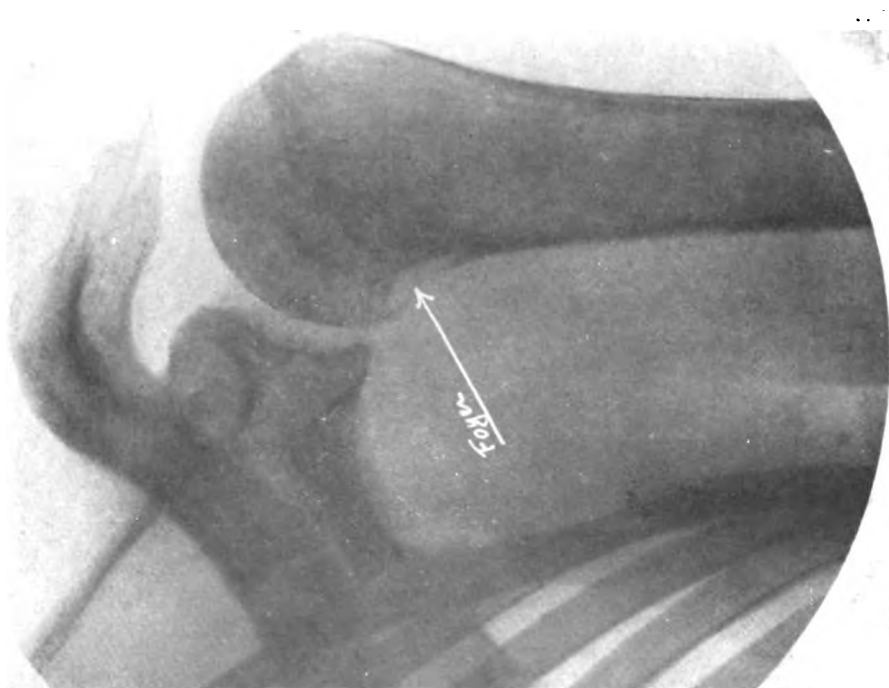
Myélome du type chlorome de l'humérus. Radiographie pratiquée au début de l'affection.
